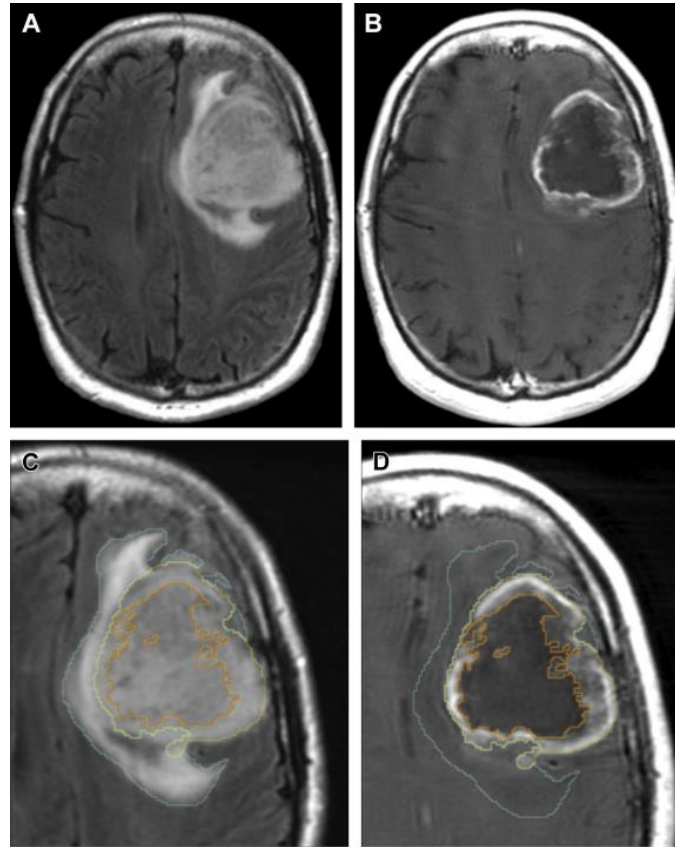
Representação de um GBM, com aquisição de imagens ponderadas em FLAIR (A) e T1 pós-contraste (B). A partir de um processo de segmentação foi possível precisar diferentes regiões da lesão tumoral observáveis em cada uma das ponderações e reuni-las numa imagem final (edema a azul, componente CET a amarelo e necrose a vermelho) ⁽⁴⁾.
